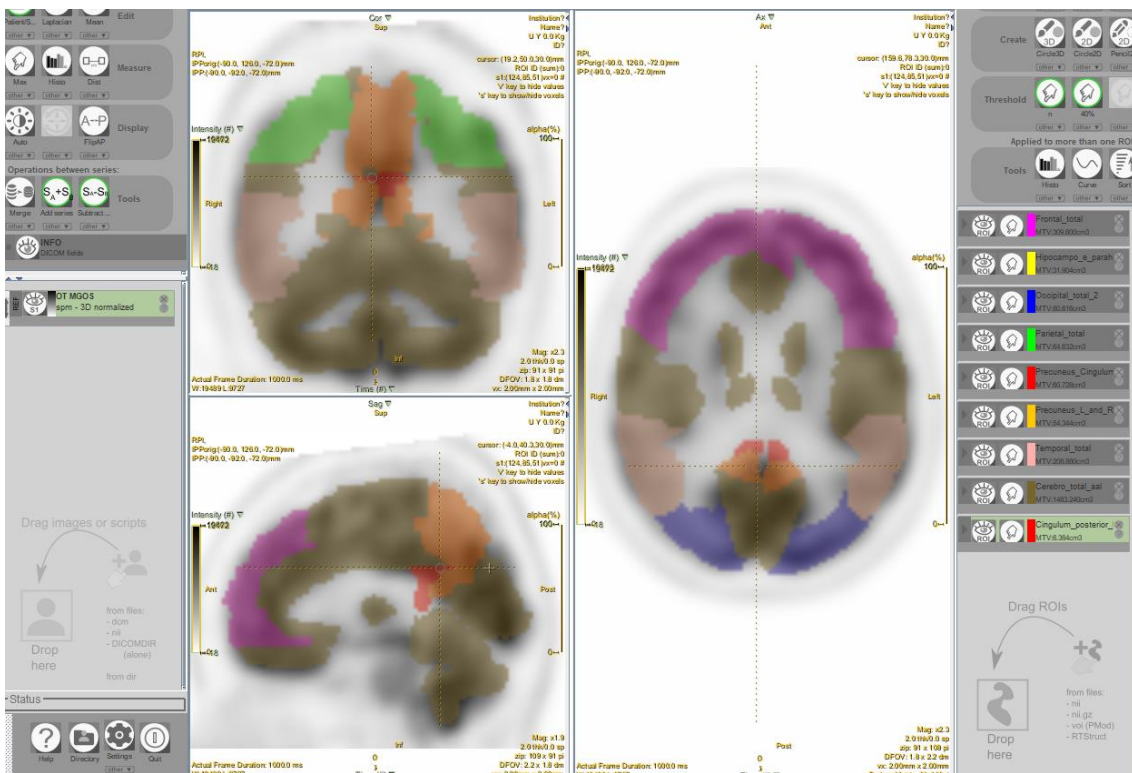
Imagem do programa LIFEx 7.0.0. Os volumes de interesse são representados pelas diferentes cores sobrepostas à imagem de PET cerebral.
